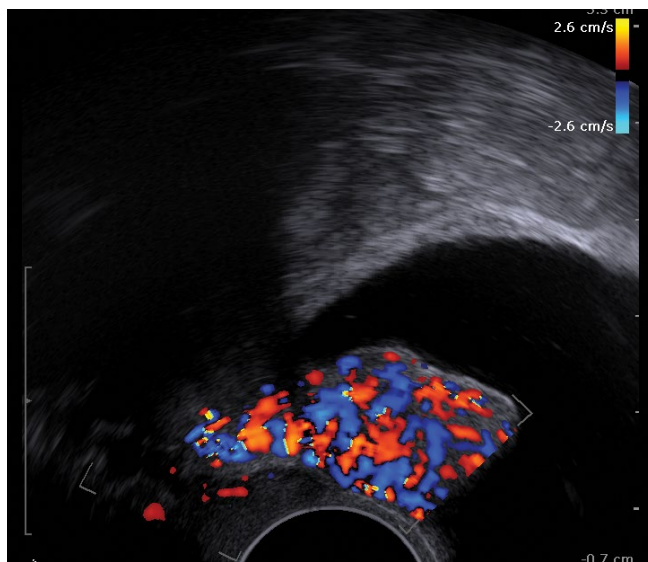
Obraz pęcherza moczowego w badaniu przezpochwowym, w płaszczyźnie poprzecznej w opcji dopplera kolorowego. Zwraca uwagę bardzo bogata sieć naczyń krwionośnych zaopatrujących guz. Badanie wykonano aparatem ProFocus Ultraview, BK Medical, głowicą 8818, 12 MHz
